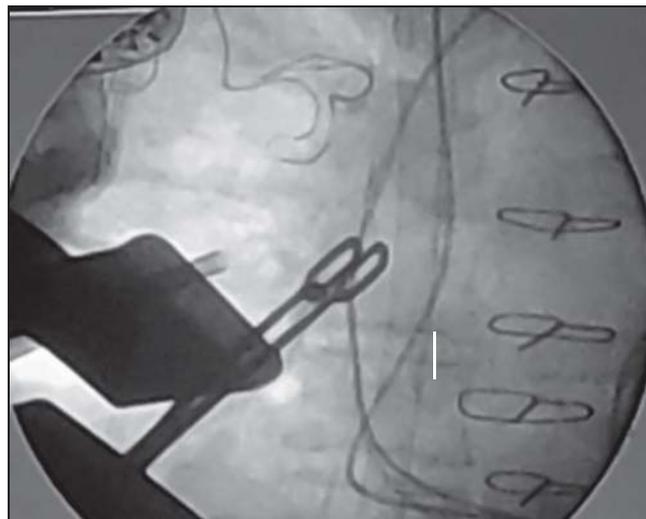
Визуализация тракции электрода из правого предсердия под контролем рентгеноскопии (один электрод из полости желудочка уже извлечен).
